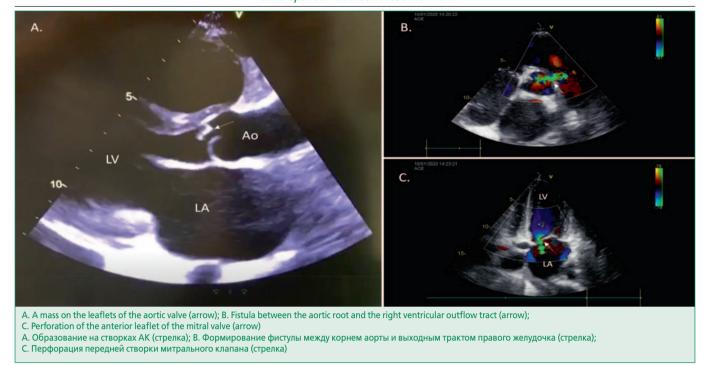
Echocardiography of the patient. Рисунок 2. Эхокардиография пациентки.
